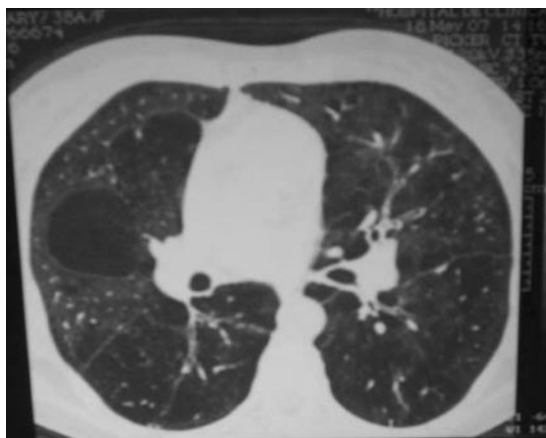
Caso clínico, tomografía de tórax de alta resolución (ver descripción en el texto).
